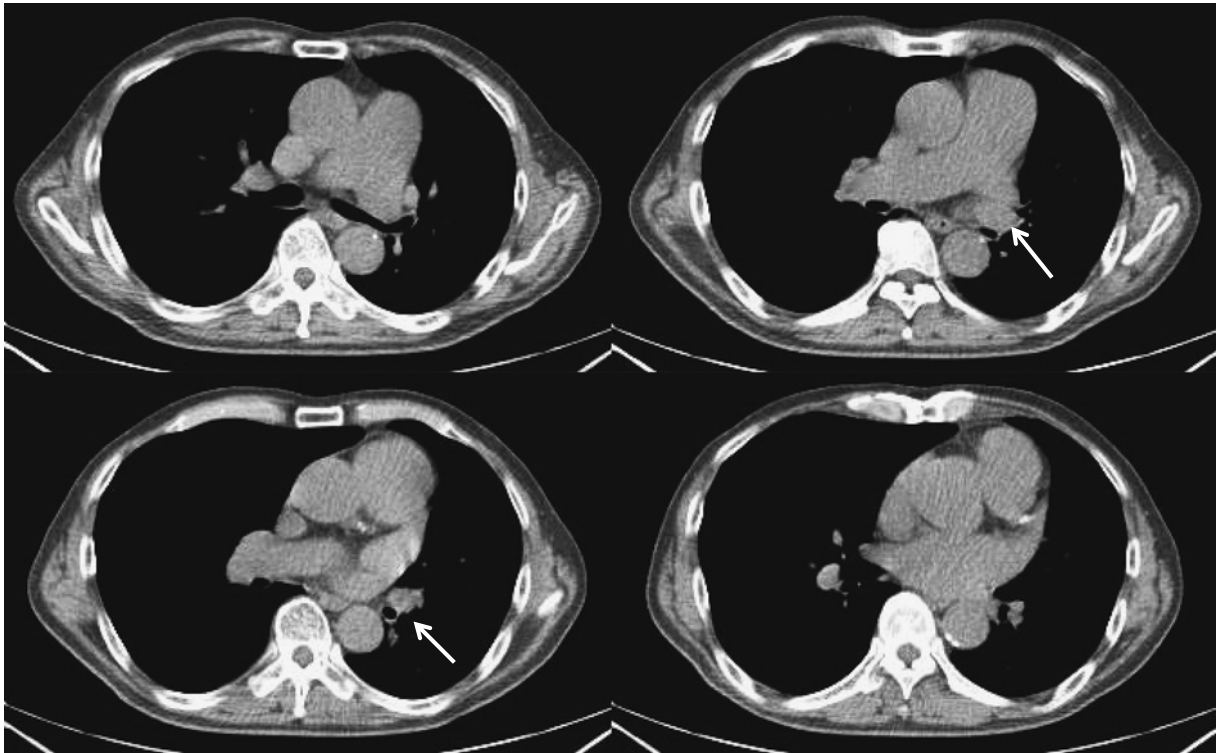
A chest CT scan shows a large branch of the pulmonary artery has descended to the anterior side of the left upper bronchus.
